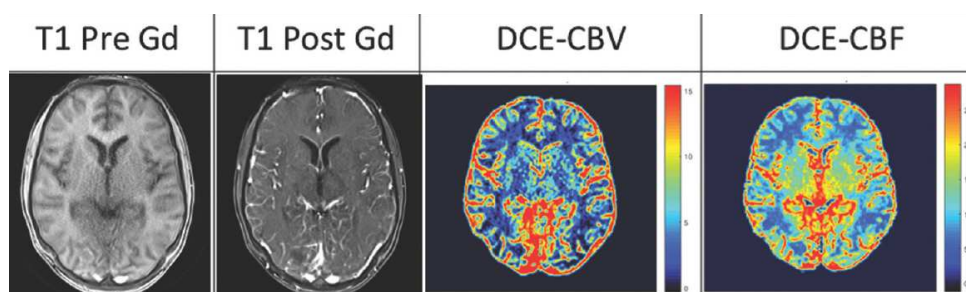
mappa colorimetrica dell'emodinamica cerebrale ottenuta con DCE-RM [10]
